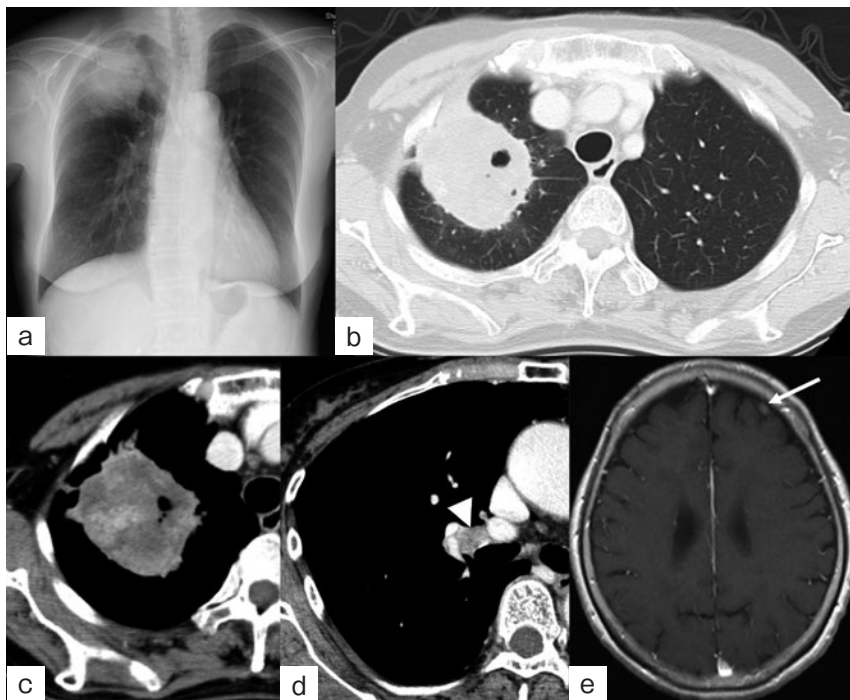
入院時画像所見。(a)胸部単純X線写真. 右上肺野に腫瘤影を認める。(b~d)右上葉に65mmの内部低吸収域と空洞を伴う腫瘤性病変と, 右#11sリンパ節の軽度腫大を認める(矢頭)。(e)左前頭葉に脳転移と考えられる結節状の造影効果を認める(矢印)。
